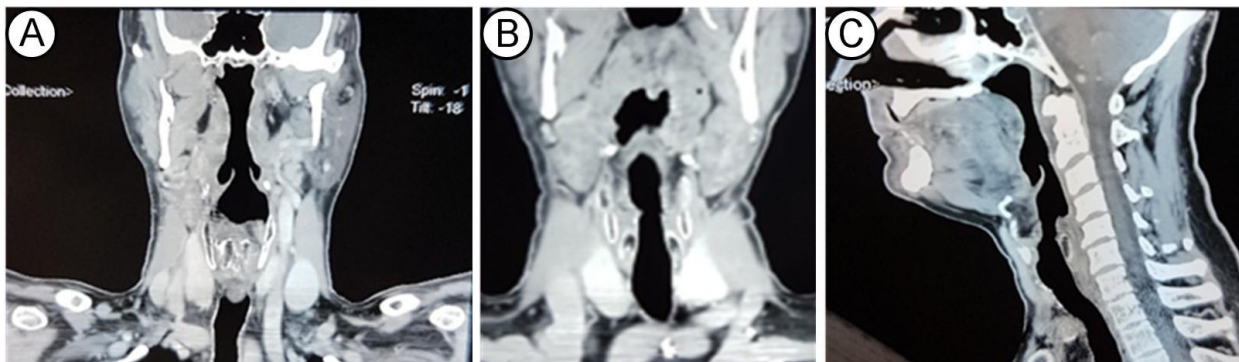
Rezultatul examenului pacientului A. I. prin metoda CT (A, B – secțiuni în plan frontal, B – secțiune în plan sagital).
